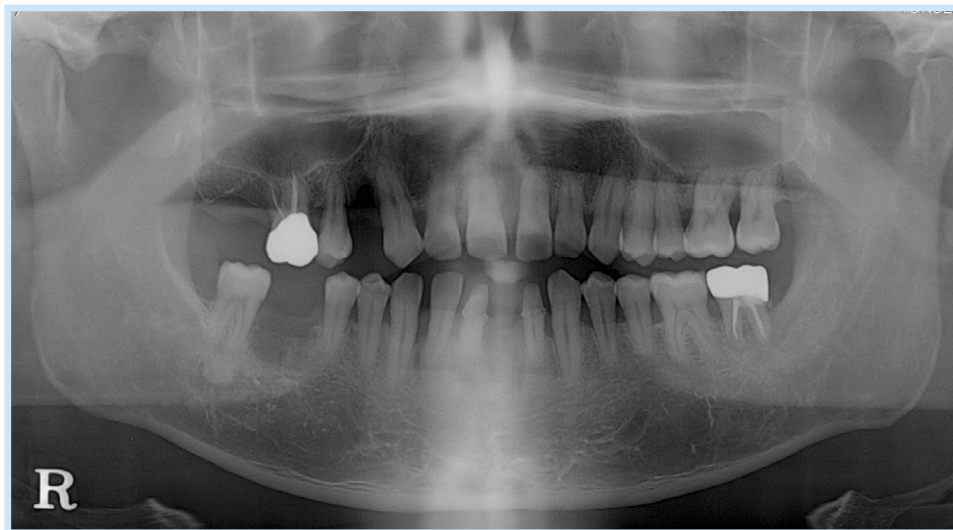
Preoperative panoramic radiograph after the extraction.
